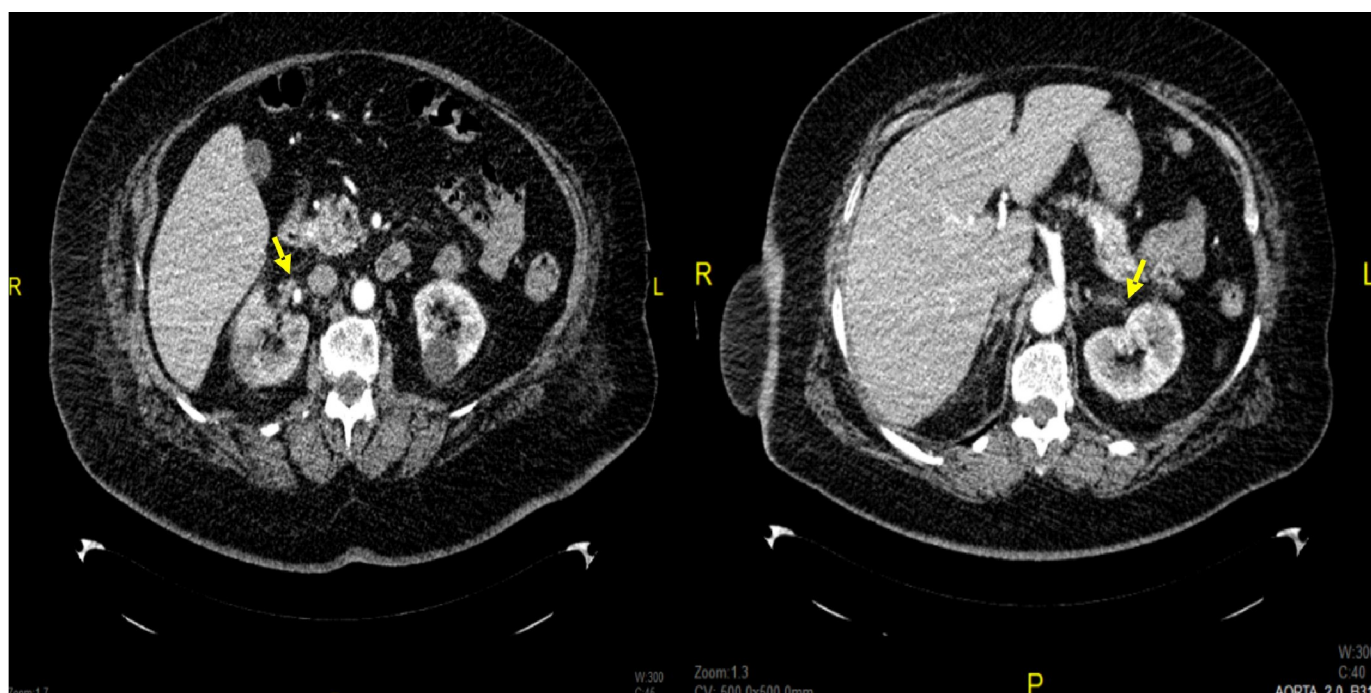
TC abdominal: tromboembolisme arterial renal bilateral
